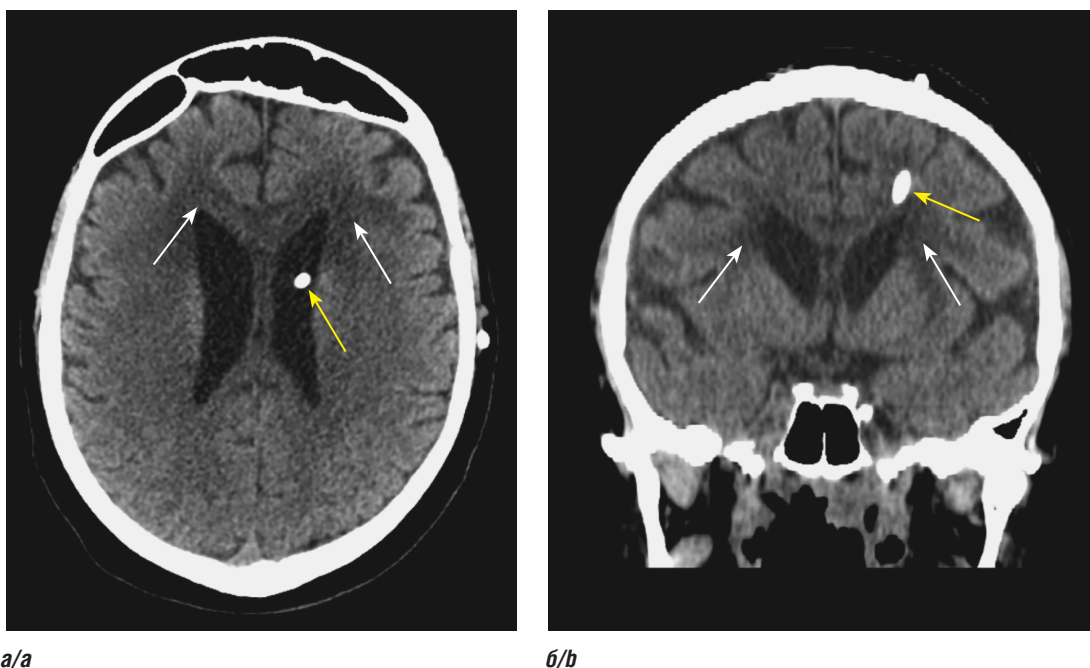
КТ головного мозга пациентки (2025). Аксиальная плоскость (а), коронарная плоскость (б). Желтая стрелка указывает на замененный шунт, белые стрелки указывают на очаги перивентрикулярного лейкоареоза (иллюстрации авторов)
